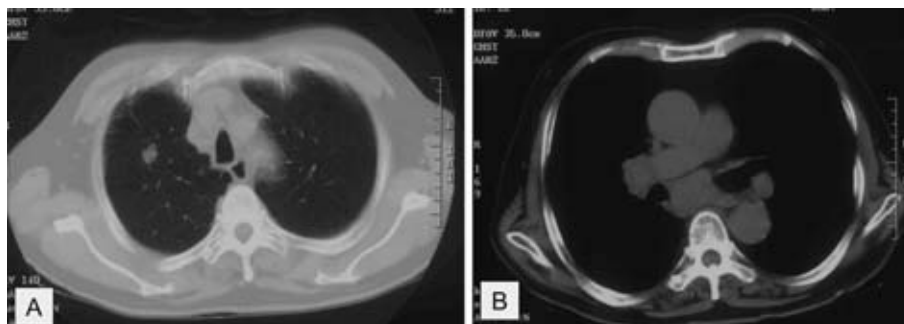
Chest CT showing a nodule on right upper lobe of the lung and swollen lymph nodes on the hilum and mediastinum (A: lung window, B: mediastinal window).
